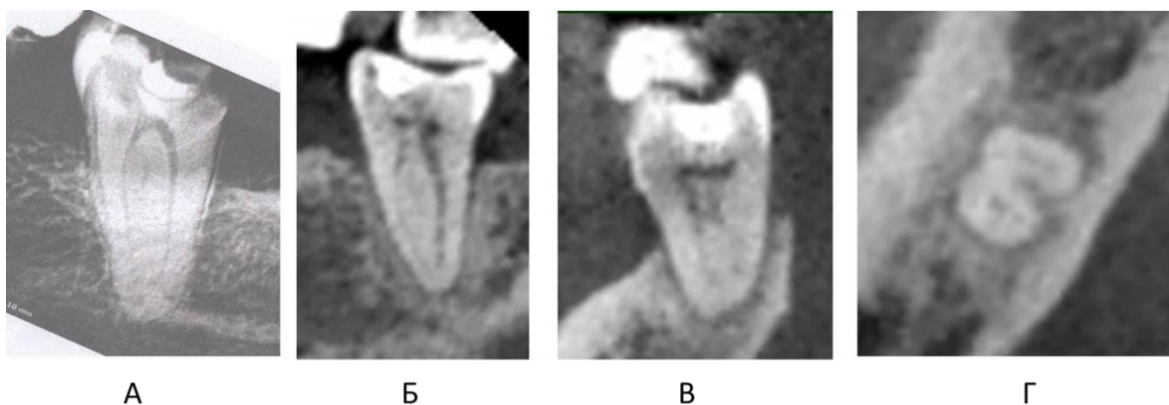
Рентгенологическое изображение второго моляра нижней челюсти с подтвержденной С-образной конфигурацией корневых каналов: А – прицельный внутриротовой снимок; Б, В, Г – КЛКТ визуализация
